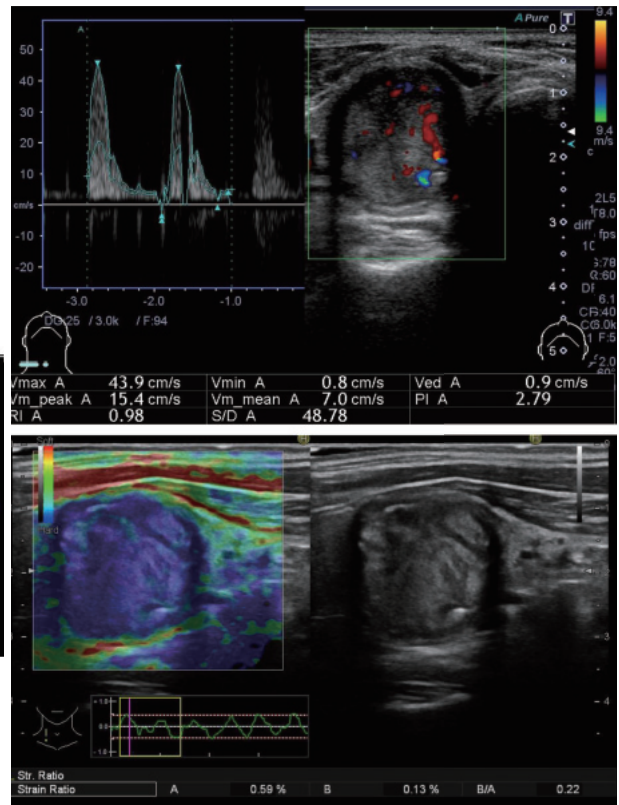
カラー Doppler と エラストグラフィ
